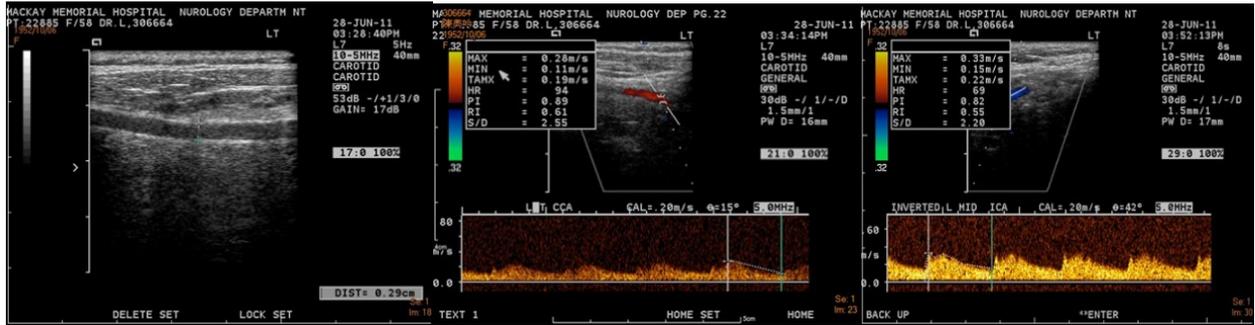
B mode, left CCA : diameter: 2.9 mm Fig-1-B Doppler flow of CCA, Fig 1-C. Flow of ICA
